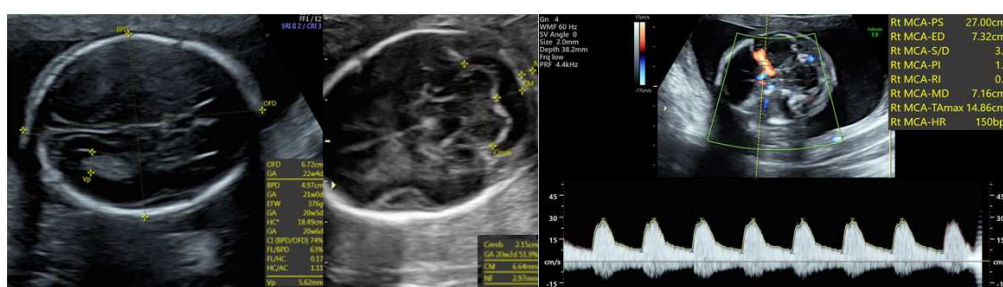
Medidas obrigatórias do sistema nervoso central com os diâmetros biparietal, occipito-frontal, ventrículo lateral, cerebelo, cisterna magna e prega nucal, além da avaliação do Doppler de artéria cerebral média.
